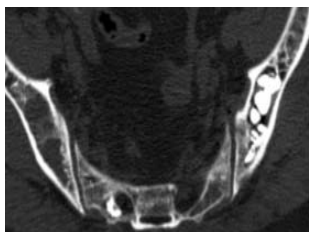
CT recheck shows that bone cement filling is good
